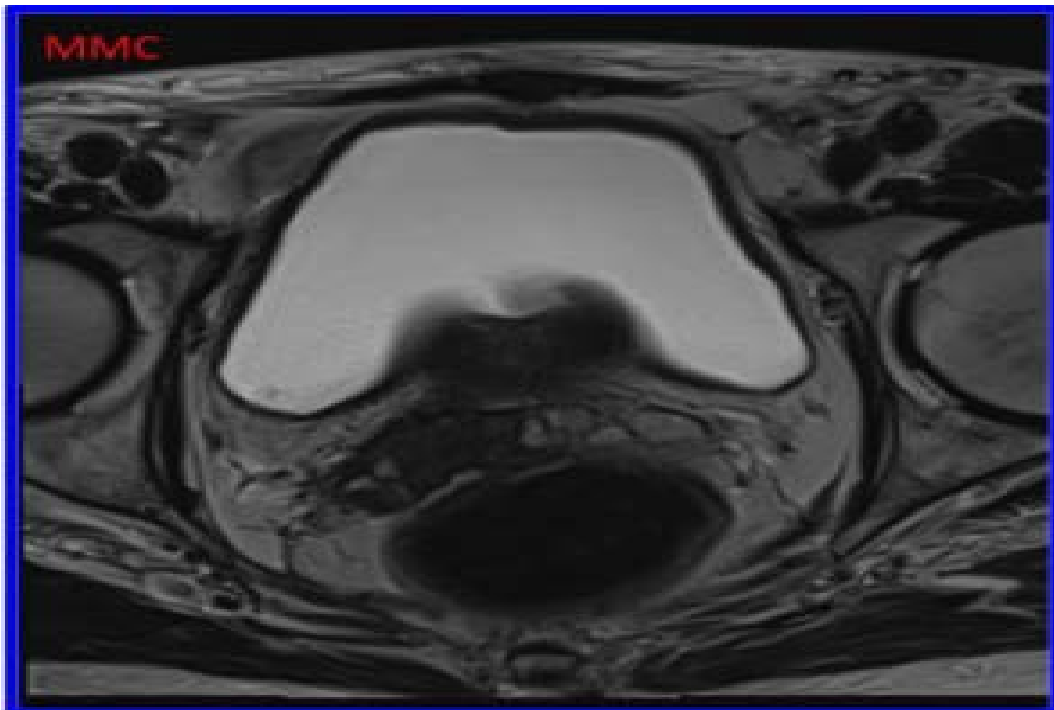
IRM prostatique (axiale T2) : envahissement secondaire des vésicules séminales droites qui apparaissent en franc hyposignal T2
